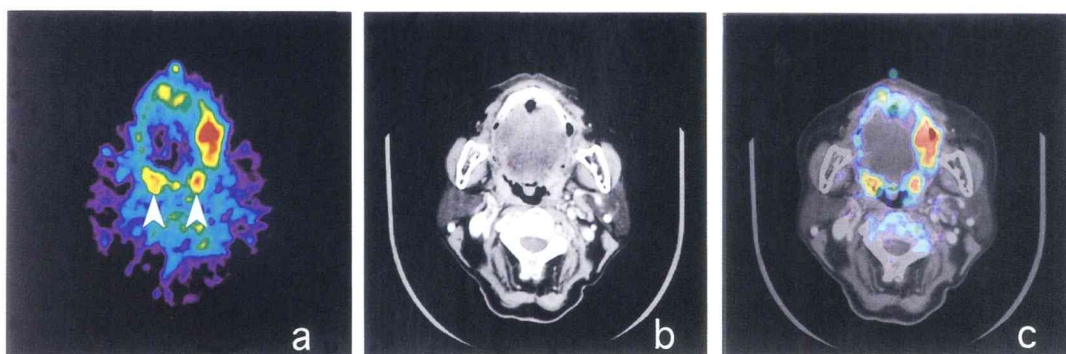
Three transverse images are the same patient images of gingiva carcinoma of maxilla. There were the accumulation of FDG in the arrows. As a result of superimposed the PET image (a) on the CT image (b), it was found that FDG accumulation corresponded to the palatine tonsil (c).
